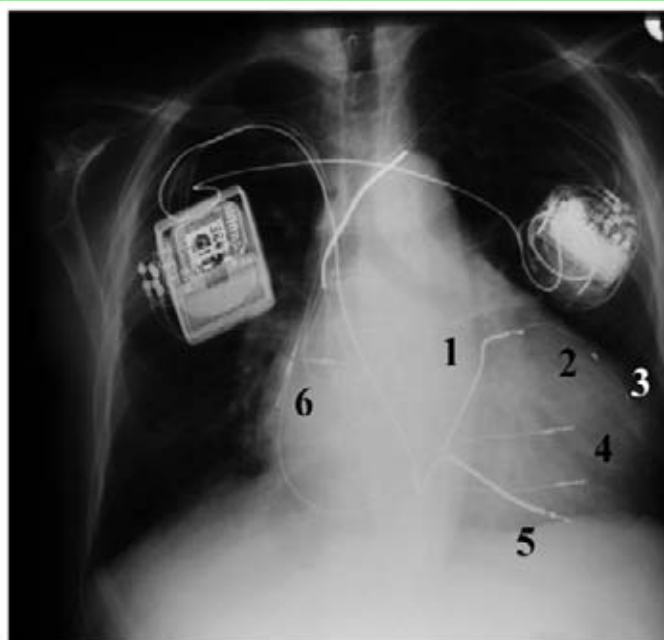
Final lead position in a CRT-NR patient. In this case, lead dislocation of the old CS lead¹ occurred during CCM generator placement. A second CS lead² had to be inserted on the second postoperative day. Fixation was only possible by leaving a retained guide wire in place.³ The other leads on this X-ray are the two septal CCM leads,⁴ the RV defibrillator lead,⁵ and the two atrial leads.⁶
